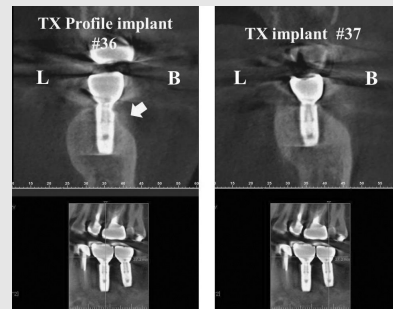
지르코니아 크라운 시적 후의 CT 사진. #36 TX Profile 임플란트의 협설측 변연 치조골이 임플란트의 경사면을 따라 잘 유지되고 있음을 보여주고 있다.
